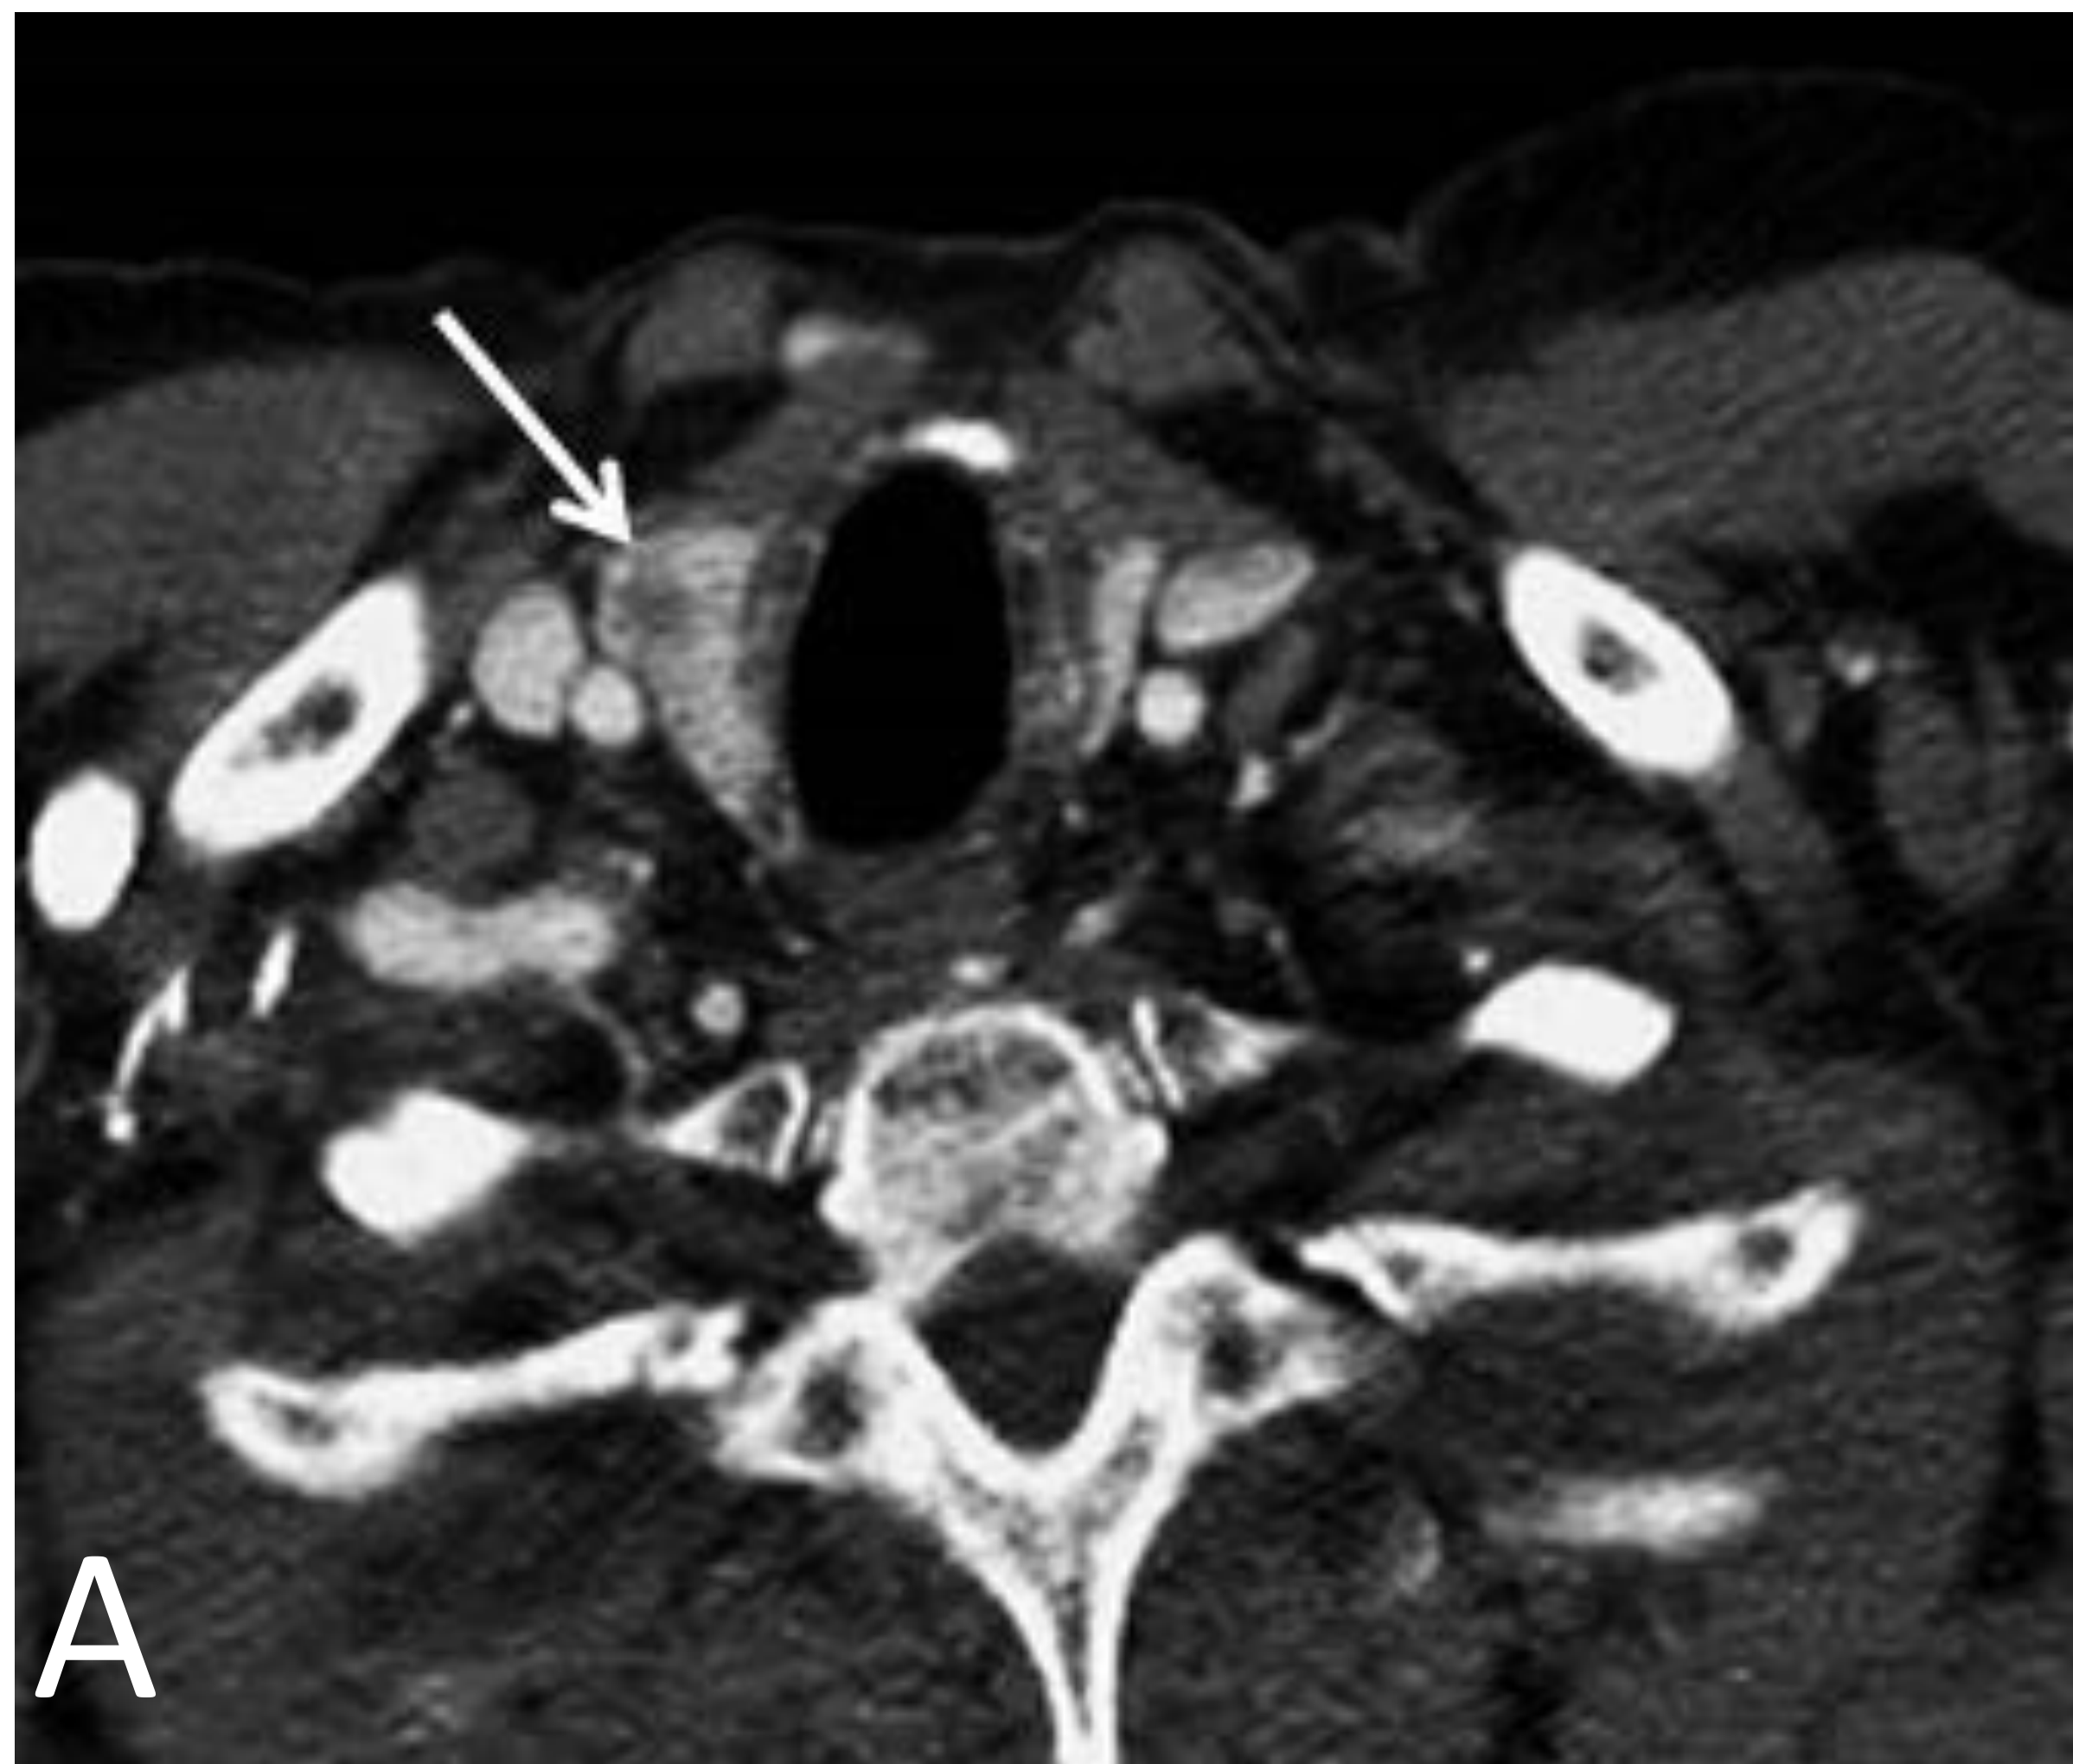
Ejemplo de aparición de cáncer papilar de tiroides durante el tratamiento con IT: Paciente de 63 años diagnosticado de CP localmente avanzado en tratamiento con IT (pembrolizumab, 200 mg/3 semanas), con respuesta parcial mantenida. A, Durante el seguimiento radiológico y encontrándose el paciente asintomático se detectó la aparición de un nódulo de baja atenuación de 9 mm en lóbulo tiroideo derecho (flecha). No había datos clínicos ni analíticos de tiroiditis. Se recomendó realizar una PAAF de dicho nódulo, que sugirió una posible metástasis del cáncer de pulmón del paciente. B-D, Un estudio de PET/TC confirmó una lesión focal hipermetabólica sospechosa en el lóbulo tiroideo derecho (flecha), en ausencia de otras lesiones con avidéz por la FDG, por lo que se decidió realizar una tiroidectomía. La pieza quirúrgica definitiva confirmó un carcinoma papilar de tiroides. Este caso resulta interesante por 3 motivos: 1) se trata de la primera documentación de la aparición de un cáncer primario de tiroides durante el tratamiento con IT; 2) refuerza el mensaje de que la aparición de una lesión focal tiroidea en un paciente con CP debe estudiarse para descartar una posible lesión metastásica o primaria tiroidea; y 3) la aparición de una lesión tiroidea focal en un paciente que recibe IT no debe interpretarse erróneamente como un foco de tiroiditis
